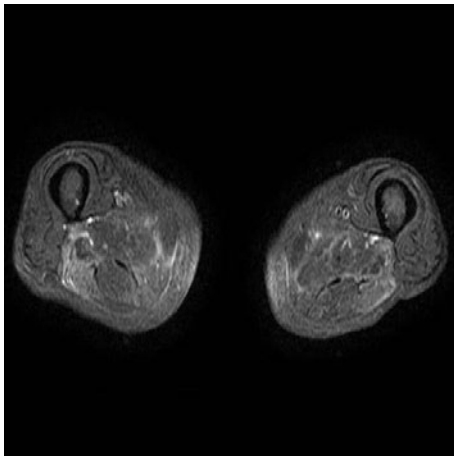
Femoral MRI T2 weighted image showing high density in right biceps femoris muscle and semimembranosus muscle.
